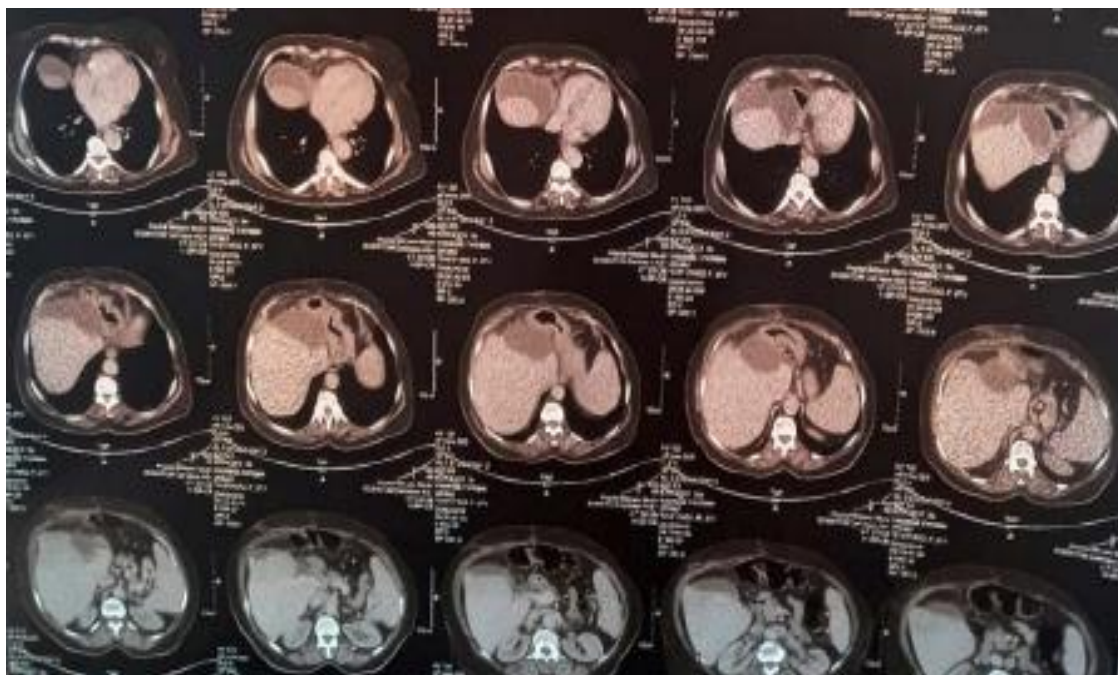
TDM TAP à l'étage abdominal en coupe axiale sans injection du produit de contraste montrant une masse kystique bilobée à contenu homogène et à paroi épaissie renfermant des calcifications ; sans végétations ni cloisons ; mesurant 116x51mm.
